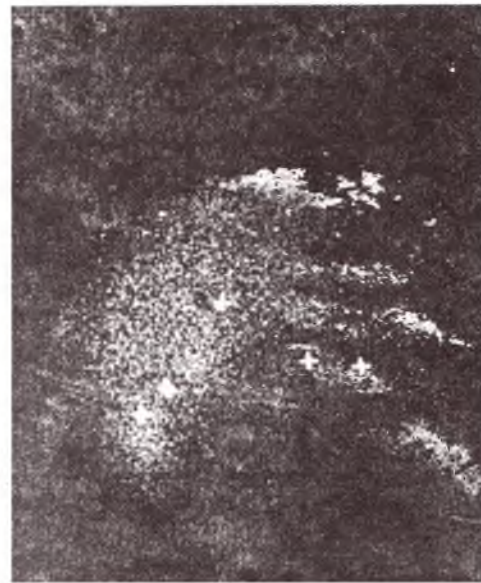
Фотосцинтиграмма б-й С., 16 лет, ист. болезни № 2222. Диагноз: врожденный левосторонний грудной кифосколиоз IV степени. 55-я минута исследования
